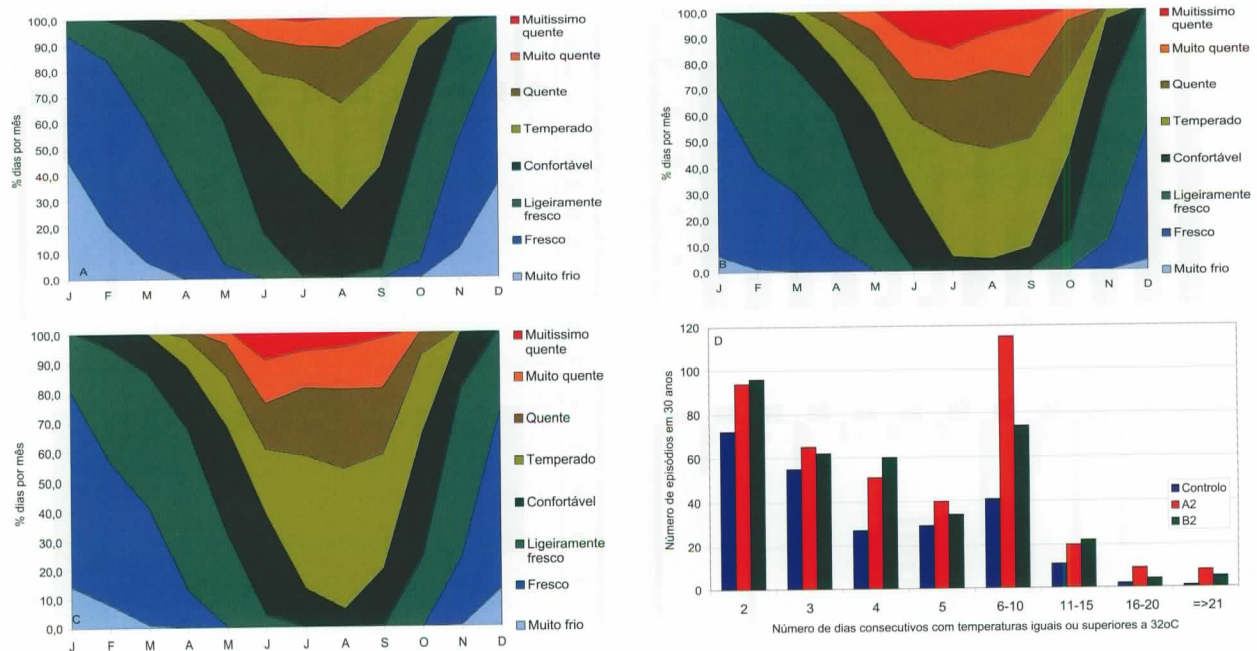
Lisboa: Níveis de conforto térmico e ondas de calor: (A) Cenário controlo; (B) Cenário A2; (C) Cenário B2; (D) Ondas de calor. Os níveis de *stress* térmico utilizados derivaram do índice PET (ver Tabela 6.4). Uma onda de calor é definida como um período de dois ou mais dias consecutivos nos quais a temperatura é igual ou superior a 32 °C. Dados climáticos do modelo HadRM3
